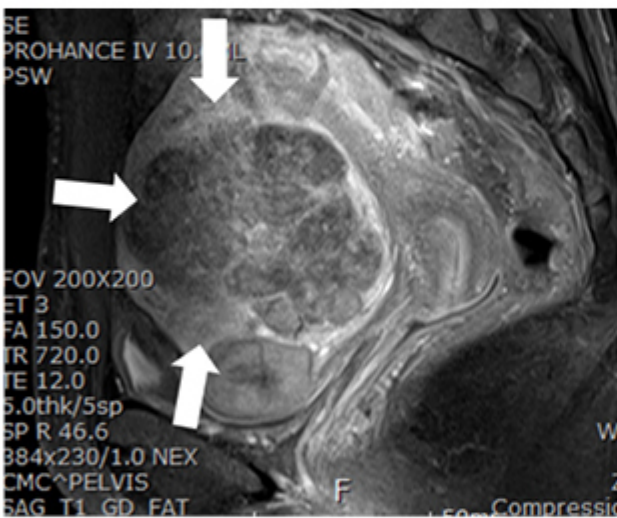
b. MRI T1—intramural type, low signal
